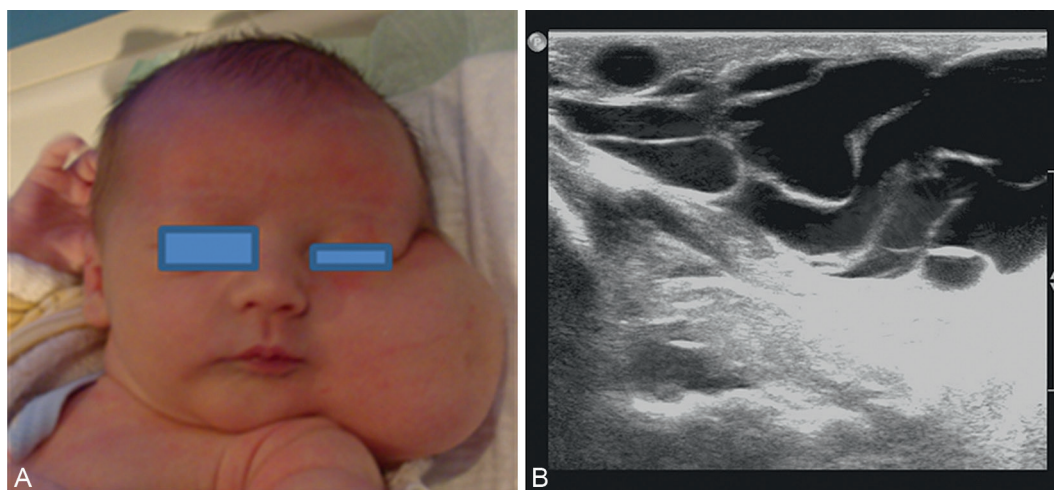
Tuméfaction latéro-cervicale gauche (lymphangiome kystique). A : Photographie. B : Échographie montrant des images liquidienues. Documents mis à disposition par les D^{rs} Couture A., Veyrac C., Baud, CHU Montpellier, Radiologie pédiatrique.
